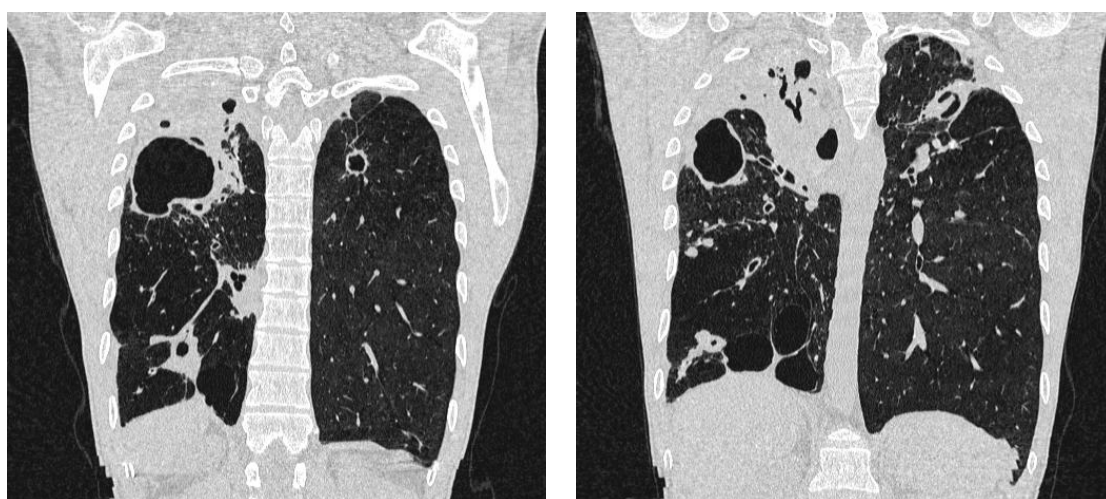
Компьютерная томография органов грудной клетки больного А. при поступлении
